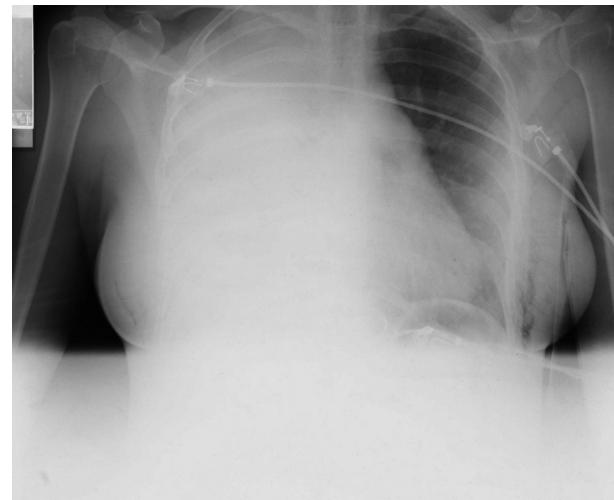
Radiografía de tórax de más calidad.
